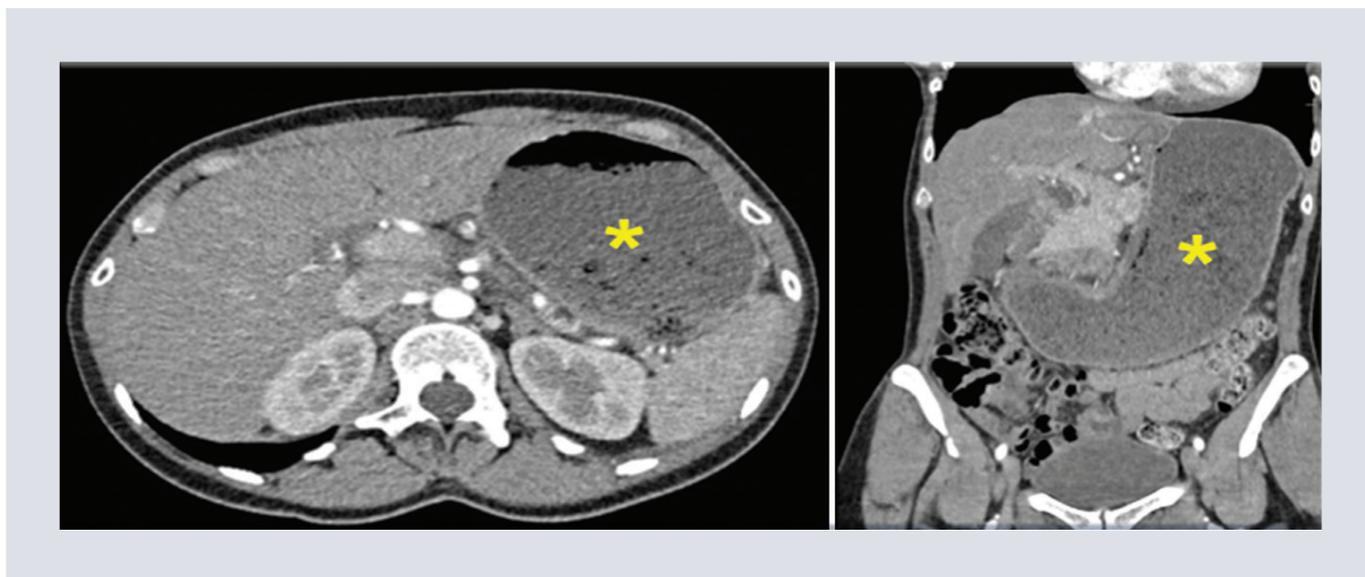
Mujer de 47 años, en estudio por gastroenteritis. Tomografía de abdomen en fase arterial corte axial (izquierda) y reconstrucción coronal (derecha), se observa importante distensión de la cámara gástrica (*).
